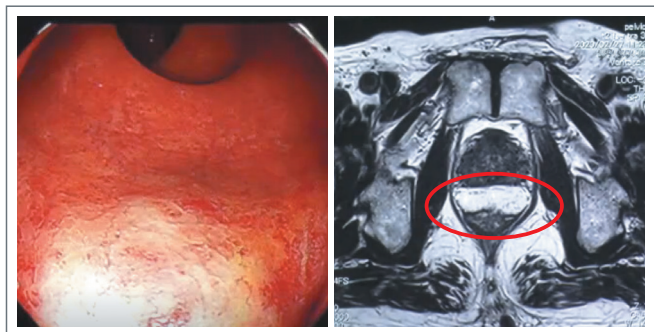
症例1における内視鏡画像(左)とMRI画像(右)
